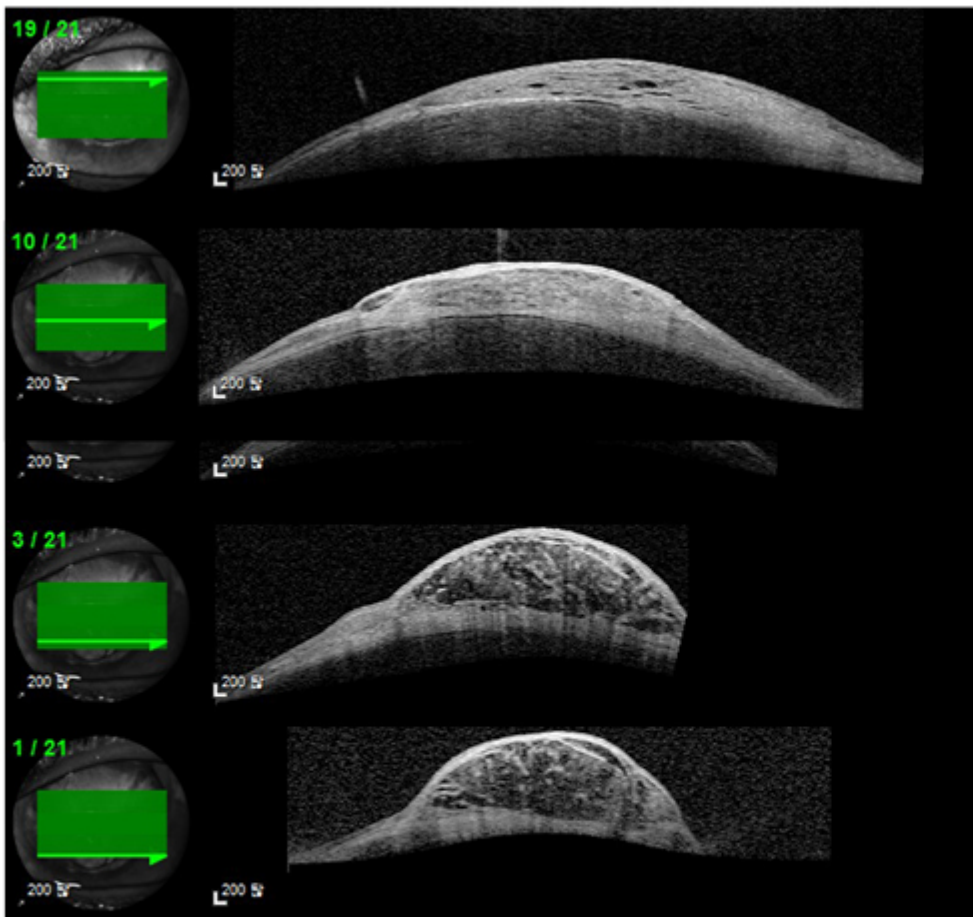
절제 3년 후 재발된 빛간섭단층촬영 소견
